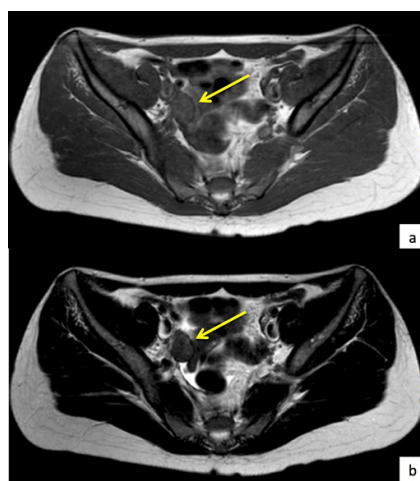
Imagens de RM ponderadas em T1 (a) e em T2 (b) no plano axial que mostram internamente à artéria ilíaca externa direita, uma estrutura regular, homogénea, com hipointensidade de sinal (setas amarelas). Os ovários não foram identificados.
